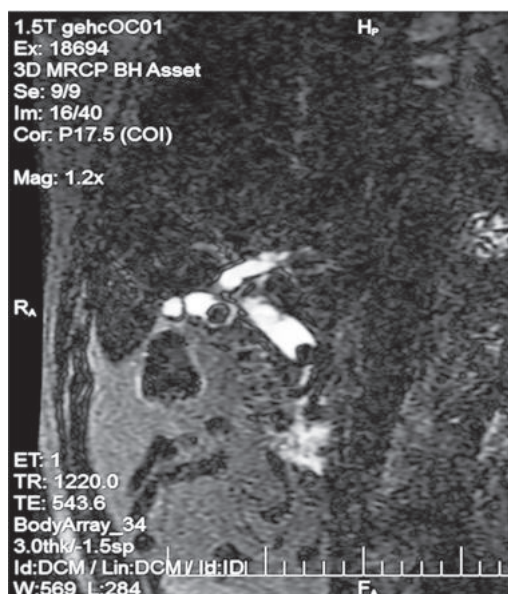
МРТ-холангиография. Наличие конкремента в с/3 холедоха. Сморщенный ж/пузырь с конкрементом.
